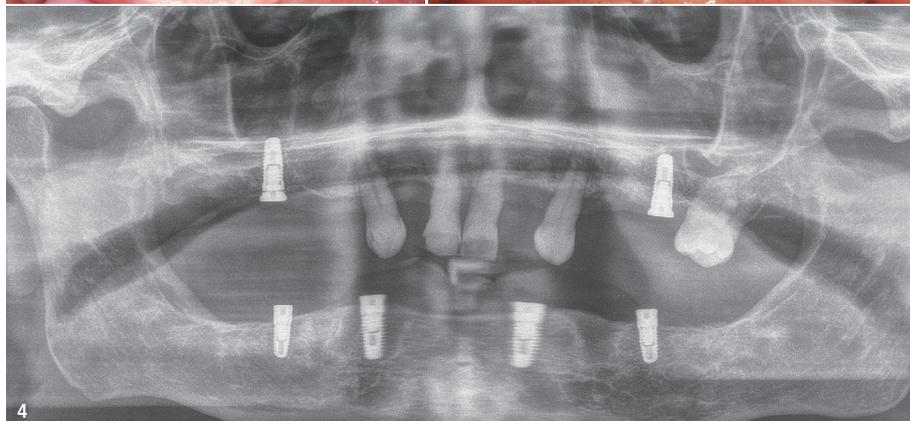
Röntgenbild der Ausgangssituation. – Abb. 2: Ausgangsbefund der Oberkieferfront. – Abb. 3a und b: Eingehelte Implantate im Ober- und Unterkiefer. – Abb. 4: Zustand nach Implantation.
